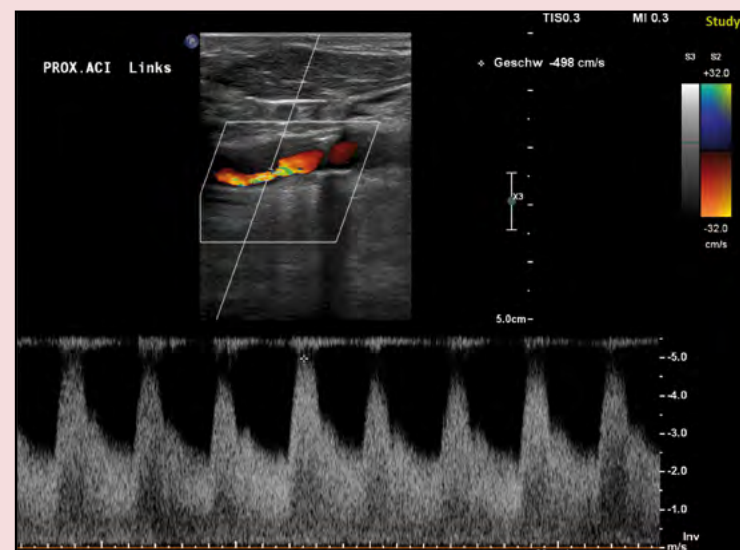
Duplexsonographie
